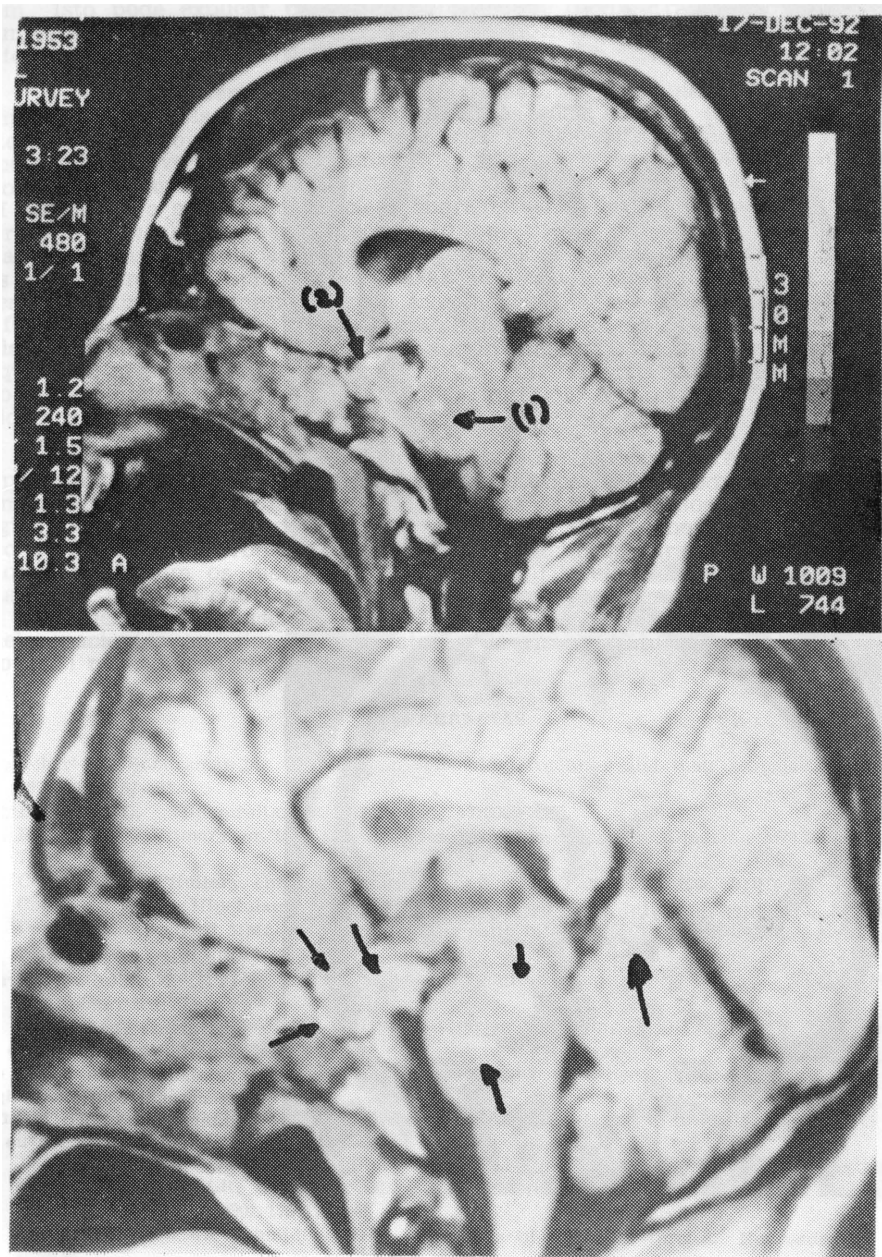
Caso STAC. RM (T1). No alto, mostrando sinais hiperintensos na região ponto-mesencefálica (seta 1) e na região selar e suprasselar (seta 2). Em baixo, detalhe da imagem anterior ressaltando sinais hiperintensos na região do talo hipofisário, adeno-hipófise, hipotálamo, região ponto-mesencefálica e cerebelo (setas).
